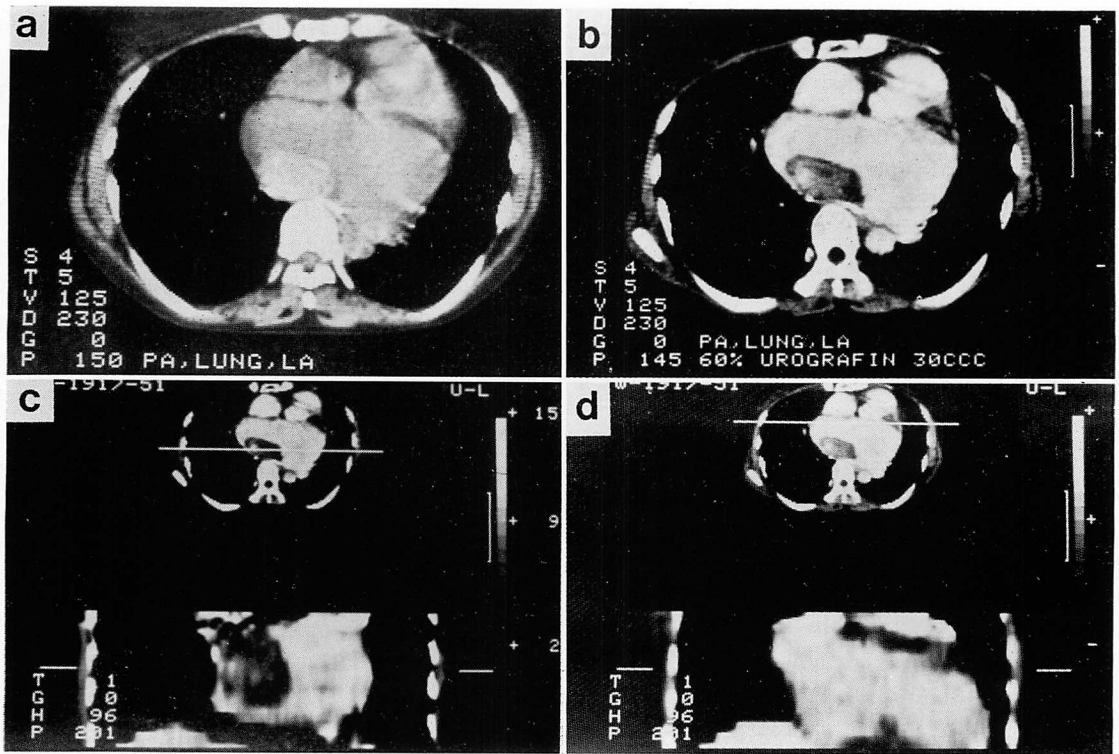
Computed tomograms from Case 1.
